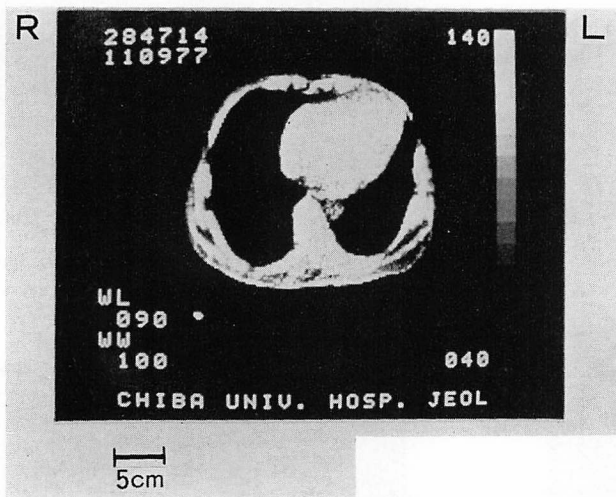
CT and tracing of the cardiac border from a 59-year-old male with old extensive anterior myocardial infarction and left ventricular aneurysm.
